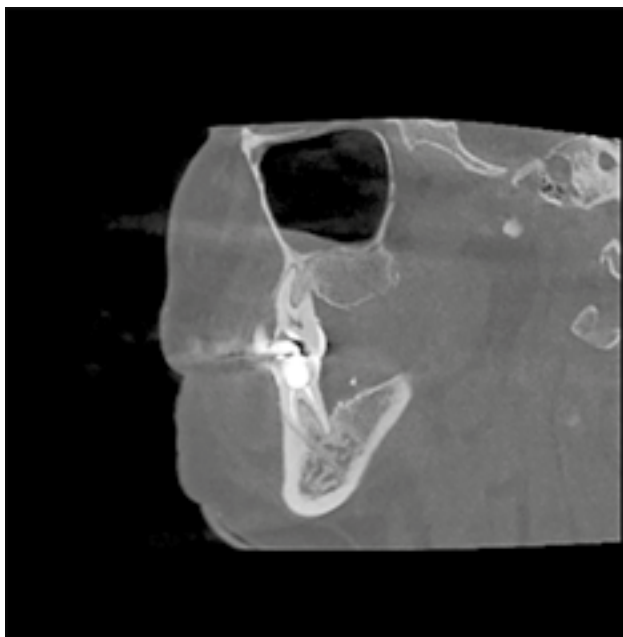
Rădăcina mezio-vestibulară la dinte 1.6 în proiecția sagitală la CBCT
